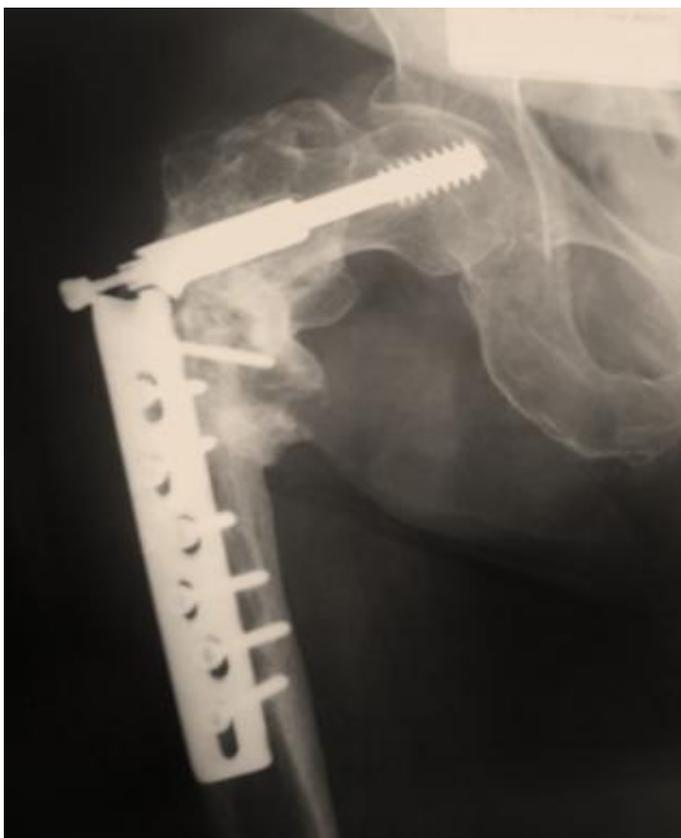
Рентгенограмма пациента с несращением перелома и переломом металлофиксатора.
